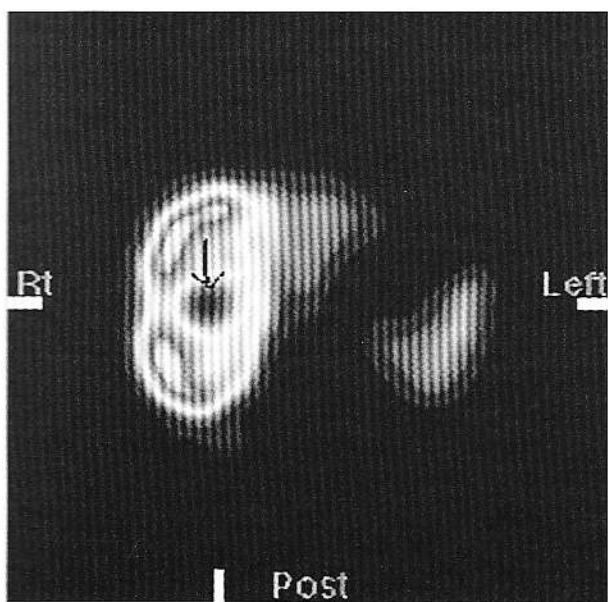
Tomoscintigrafie SPECT cu coloid: proces înlocuitor de parenхim în segmentele V/VIII (6 x 4 cm), cu caracter transfixiant.
